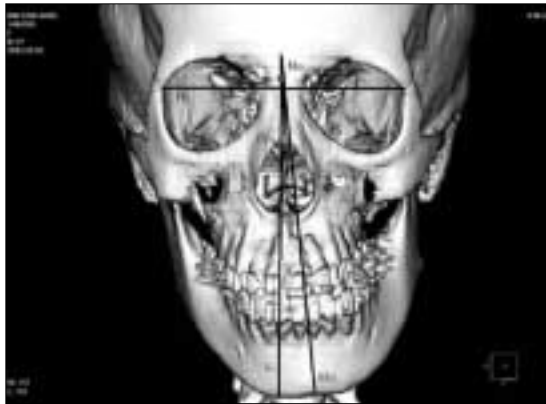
Analysis of hard tissue 3D-CT
